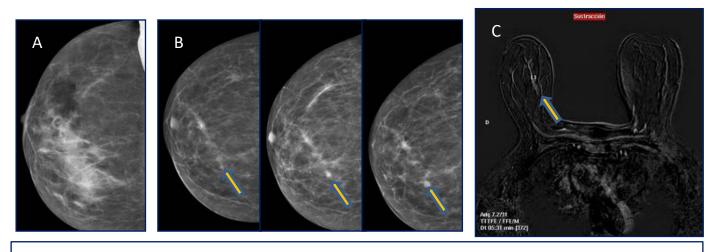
\*. (A) Mamografía de control inmediato tras la biopsia con extenso hematoma. (B) Mamografías de seguimiento en las que los cambios cicatriciales tras la biopsia dificultan la correcta valoración del crecimiento progresivo del nódulo (flechas) y retrasan la realización del estudio RM (C) en el que se aprecia captación nodular de contraste. Re-biopsia dirigida con resultado histológico de carcinoma papilar intraductal.
